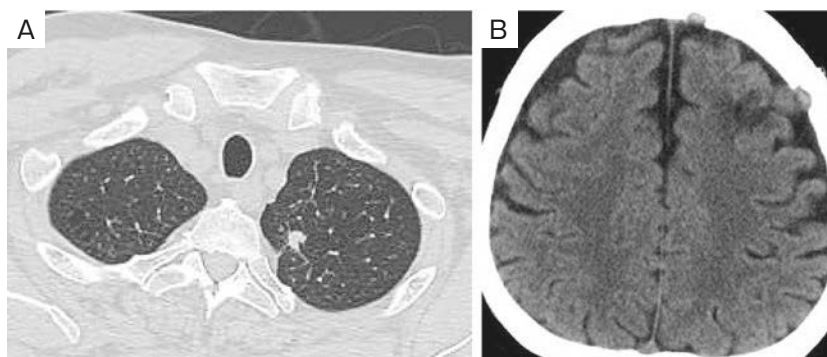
Enhanced chest computed tomography (CT) scan (A) and unenhanced head CT (B) on admission. The enhanced chest CT showed an enlargement of the nodule in the left upper lobe from 5.4 mm to 9.3 mm. The head CT showed no changes in the metastatic lesion in the left frontal lobe and no intracranial bleeding.
